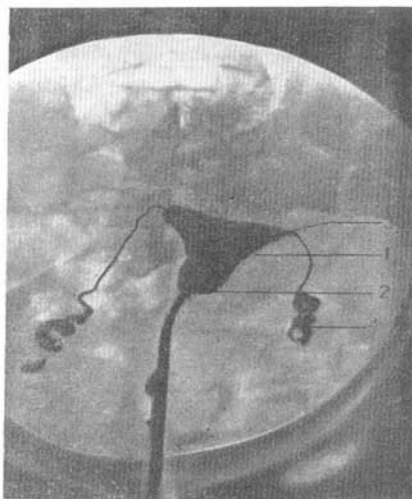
Radiografía del útero y de las tubas.
